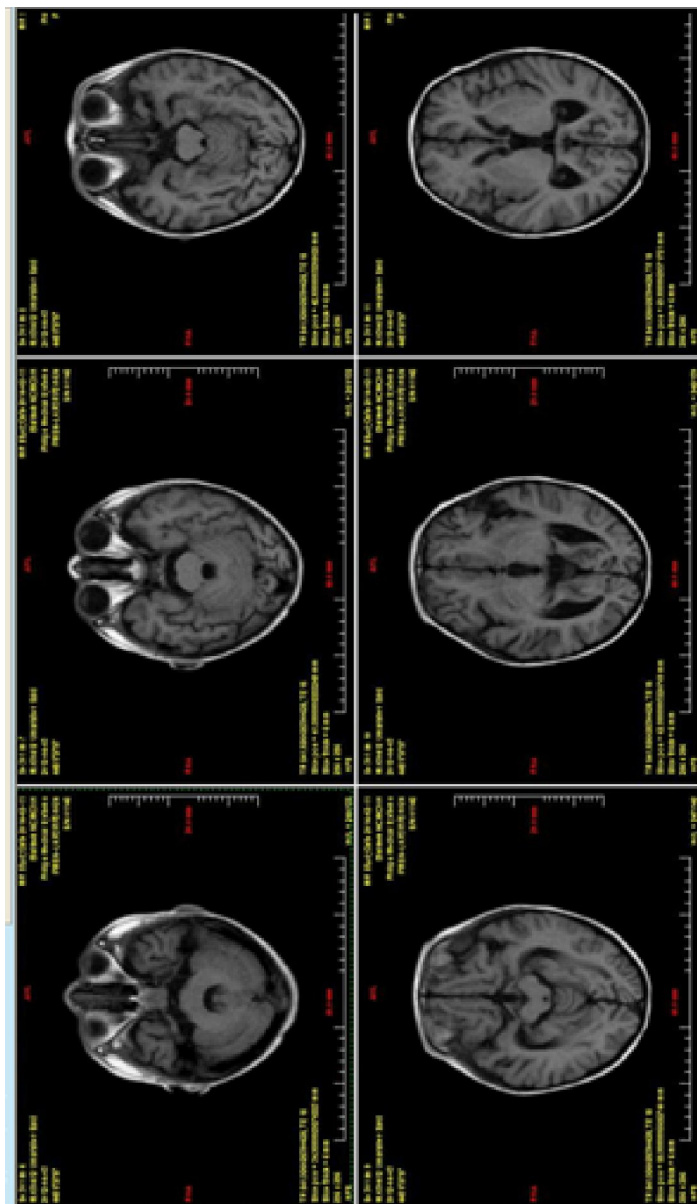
МРТ головного мозга, 28-й день от начала заболевания:
